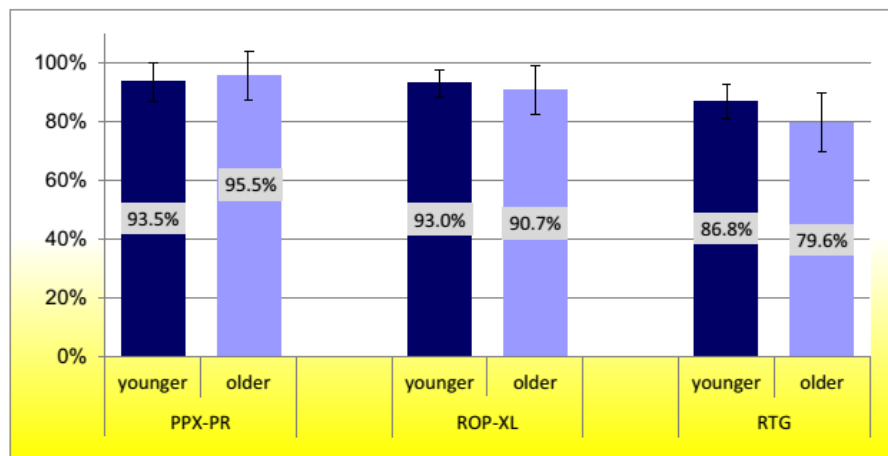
Primary tolerability rates in younger (<75 years) and older (≥75 years) patients. *PPX-PR* pramipexole prolonged release, *ROP-XL* ropinirole extended release, *RTG* rotigotine; χ^2 test, $p > 0.05$
